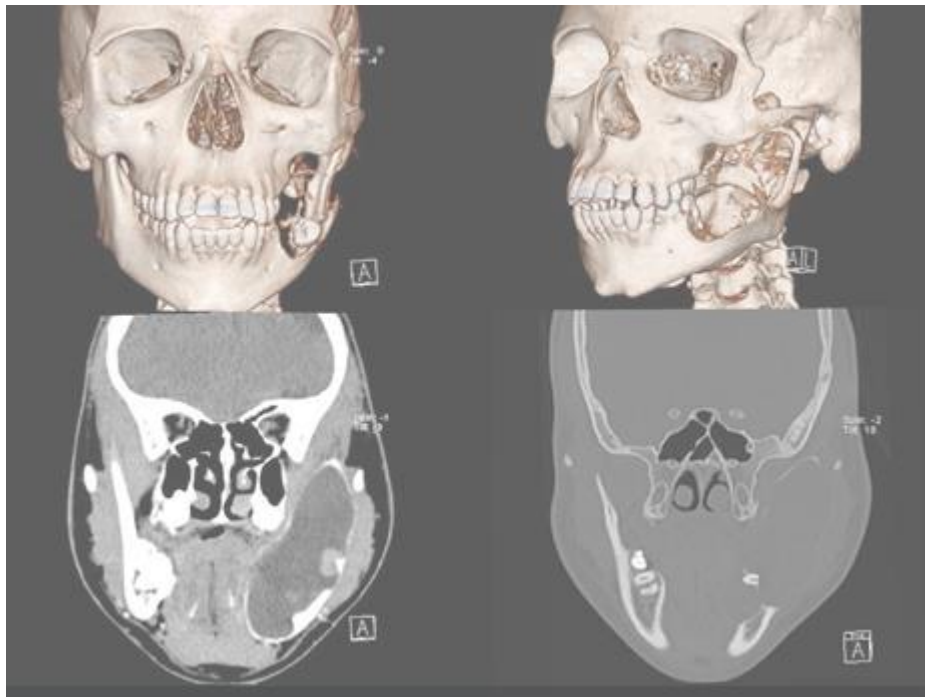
Tomografía computarizada de un hombre con ameloblastoma. (27)
